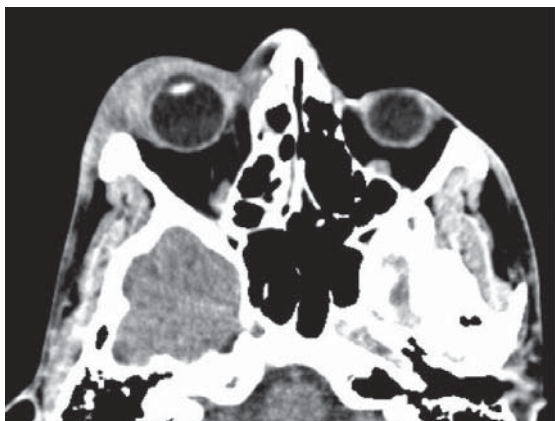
CT axial preoperatoriu: se determină exoftalm pe dreapta
